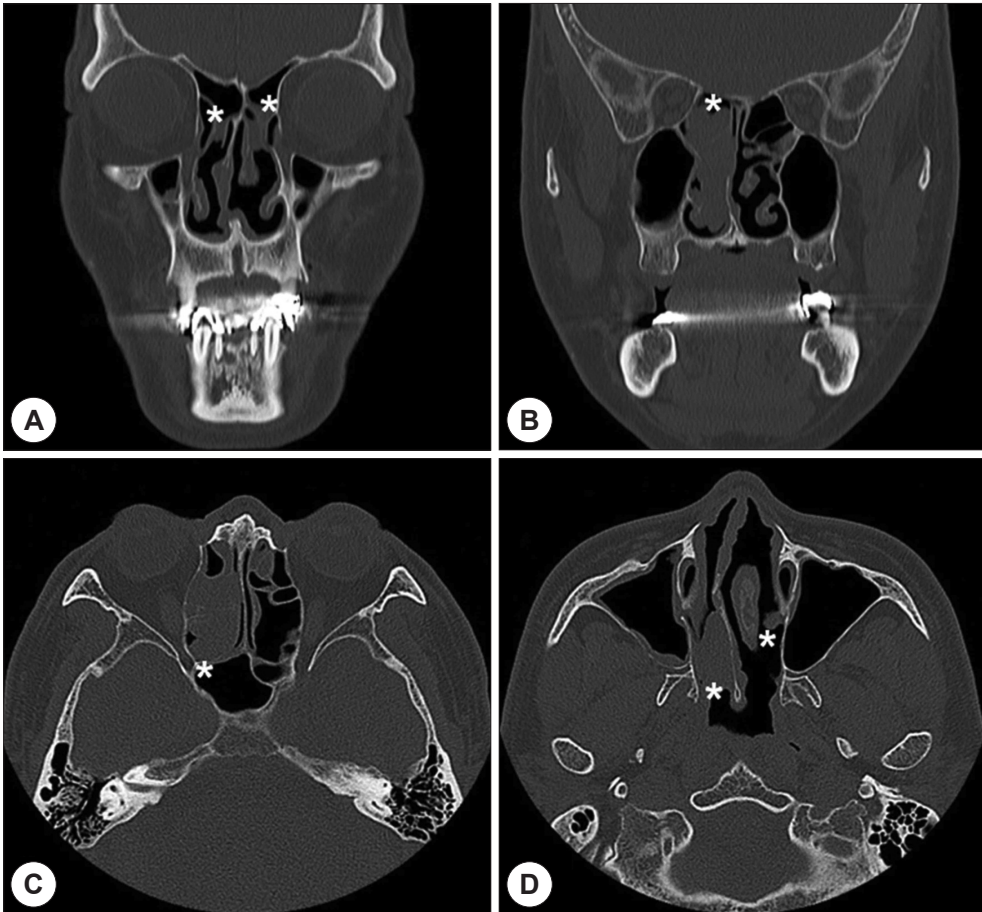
Preoperative paranasal sinus computed tomography (PNS CT). CT scans show bilateral multiple soft tissue densities (white asterisks) in both frontal recesses (A), right ethmoid sinus (B, C, D) and on left middle turbinate (D). Polypoid change in right maxillary sinus was seen (D). There was no definite evidence of destructive bony erosion.
